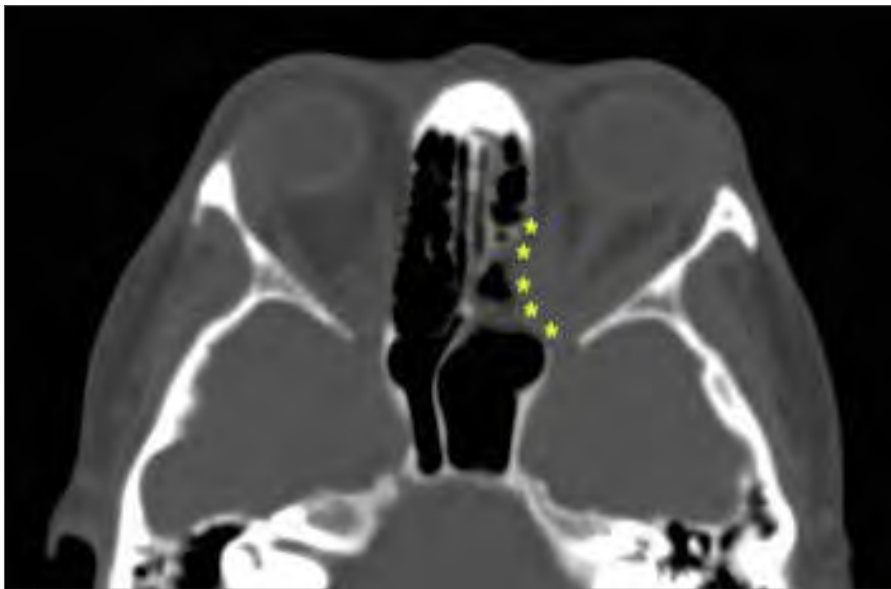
Aspect TDM post-opératoire après résection endoscopique endonasale de la paroi médiale de l'apex orbitaire dans le cadre du traitement en urgence d'une neuropathie optique dysthyroïdienne.
